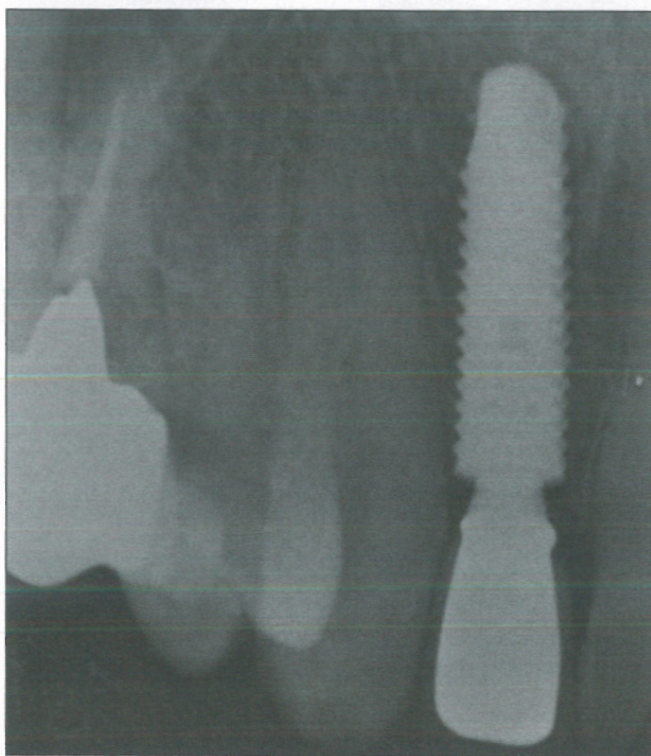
/ Contrôle radiographique du cas.
